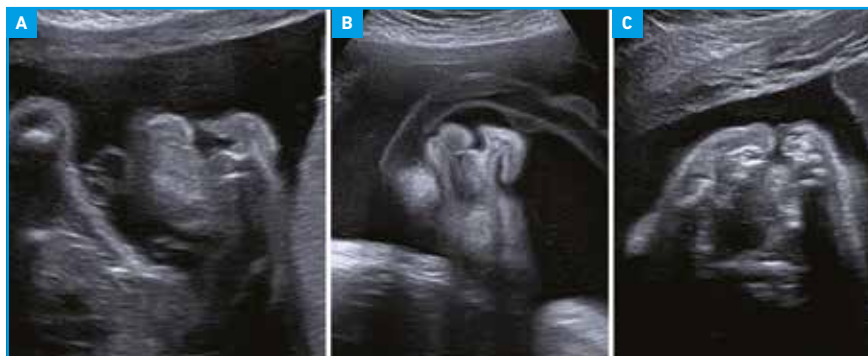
Échographie anténatale. A : coupe frontale à 24 semaines d'aménorrhée (SA), fente labiale large avec une déformation importante de l'aile du nez et une déviation du septum. B : coupe frontale à 24 SA, fente labiale avec un déformation très modérée du septum et de l'aile du nez. C : coupe axiale à 24 SA, fente alvéolaire et palatine.
